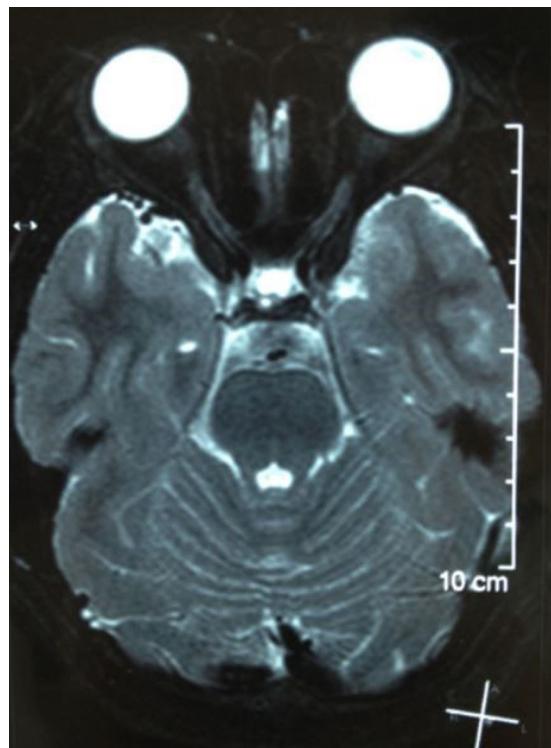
RMN corte axial normal.
